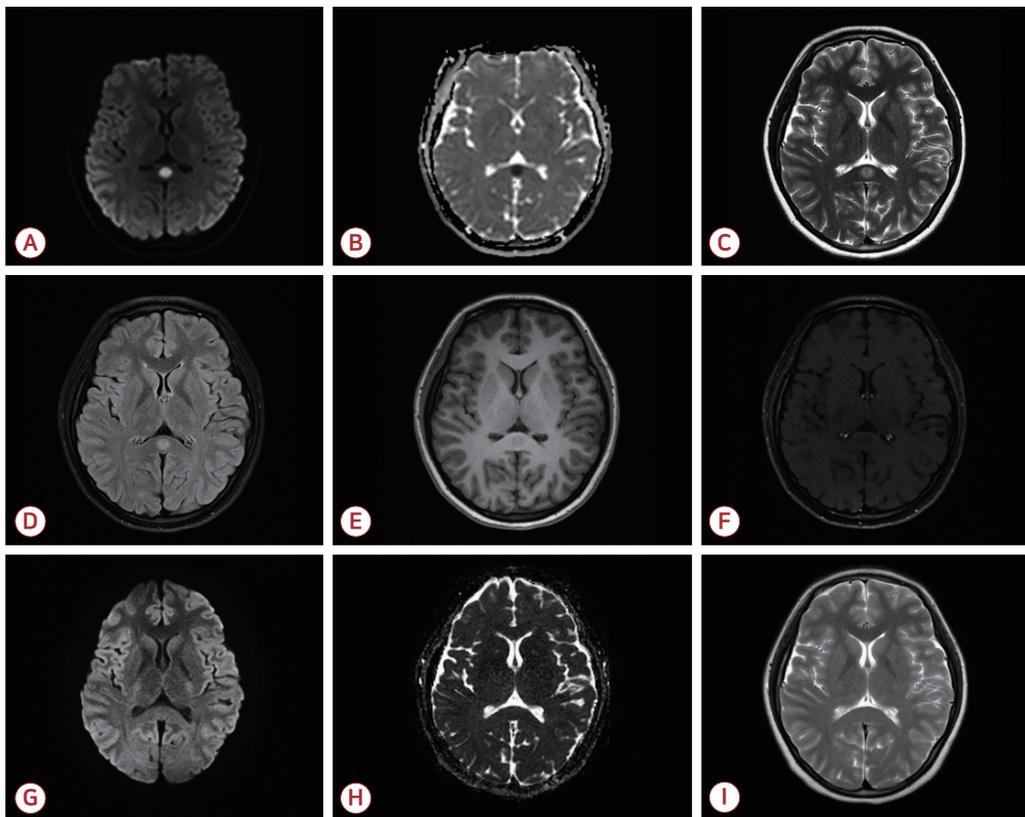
Structural brain magnetic resonance imaging (MRI) in cytotoxic lesions of the corpus callosum in 19-year-old woman with intermittent fasting and thermogenic dietary supplements for 5 weeks. DWI (A), T2WI (C), FLAIR (D) showed oval high signal lesion in splenium of corpus callosum. ADC (B) demonstrated hypodensity due to restricted diffusion. T1WI without (E) and with (F) gadolinium enhancement showed slight low signal and no enhancement in the lesion. Oval high signal lesion of DWI (G) and T2WI (I) and low signal lesion of ADC (H) in splenium of corpus callosum disappeared after stopping intermittent fasting and thermogenic dietary supplements for 4 weeks. DWI; diffusion-weighted imaging, T2WI; T2 weighted imaging, FLAIR; fluid attenuated inversion recovery, ADC; apparent diffusion coefficient, T1WI; T1 weighted imaging.
